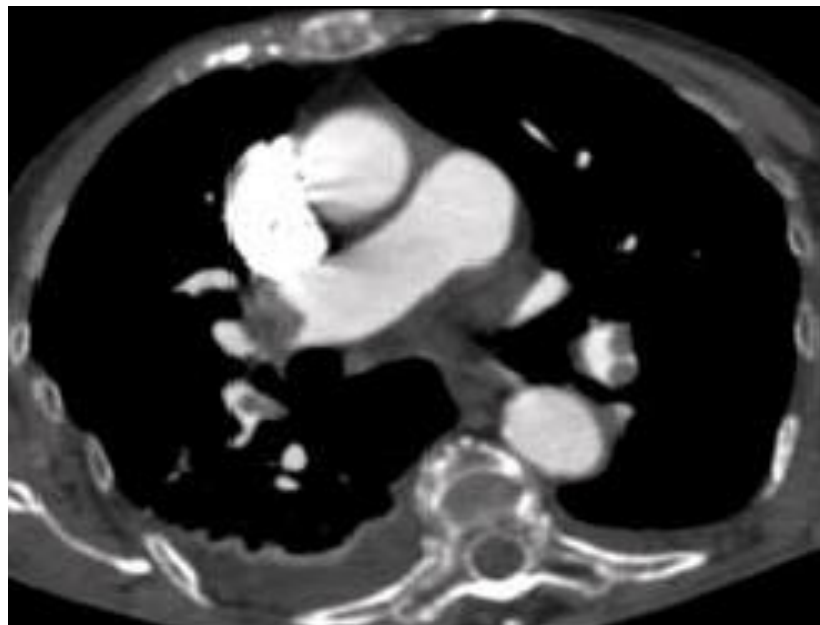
TDM. Embolies pulmonaires proximales bilatérales
